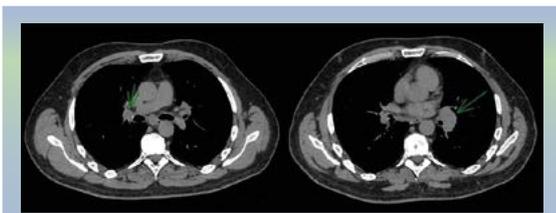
TC de tórax, abdomen y pelvis. Las fechas señalan adenopatías mediastinales y perihiliares
